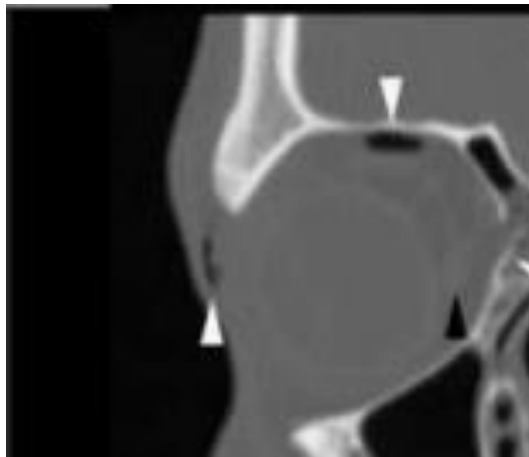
Intraorbitale Emphyseme [Quelle: CT-Schnittbild aus dem Archiv des Klinikums Rechts der Isar]
